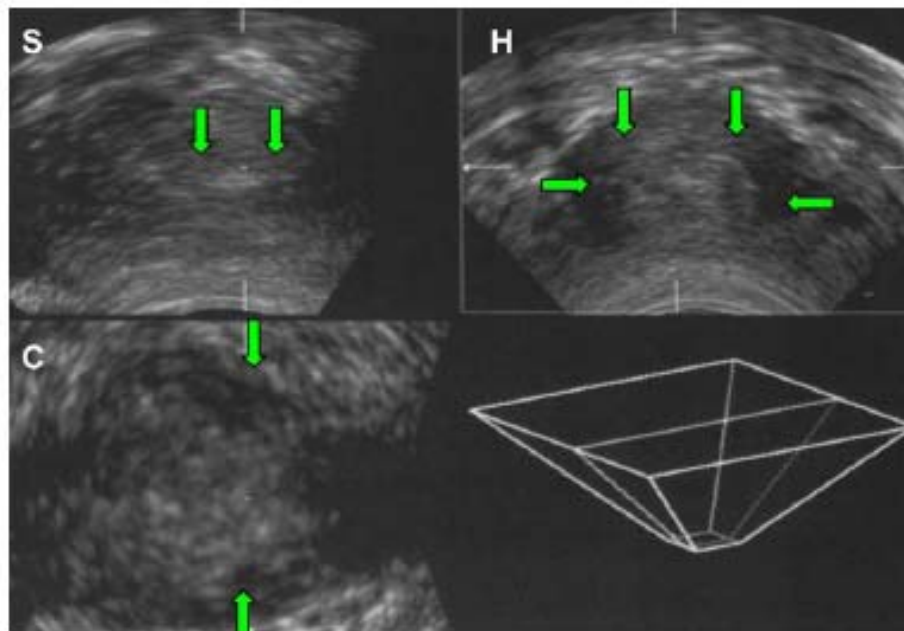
Imagen Ultrasonográfica transvaginal, para visualizar el esfínter uretral
